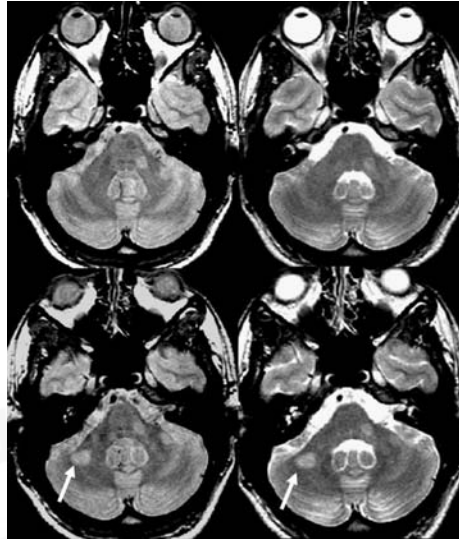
Lesiones nuevas infratentoriales. Estudio seriado de RM cerebral en un paciente diagnosticado de EM (secuencias ponderadas en T2 con eco corto y largo). El estudio inicial (fila superior) muestra lesiones focales de características desmielinizantes en la protuberancia, y el examen de seguimiento obtenido un año más tarde una lesión nueva en el hemisferio cerebeloso derecho visible tanto en el eco corto como en el largo (flechas). La identificación de lesiones nuevas en la fosa posterior debe confirmarse en los dos ecos de las secuencias T2
